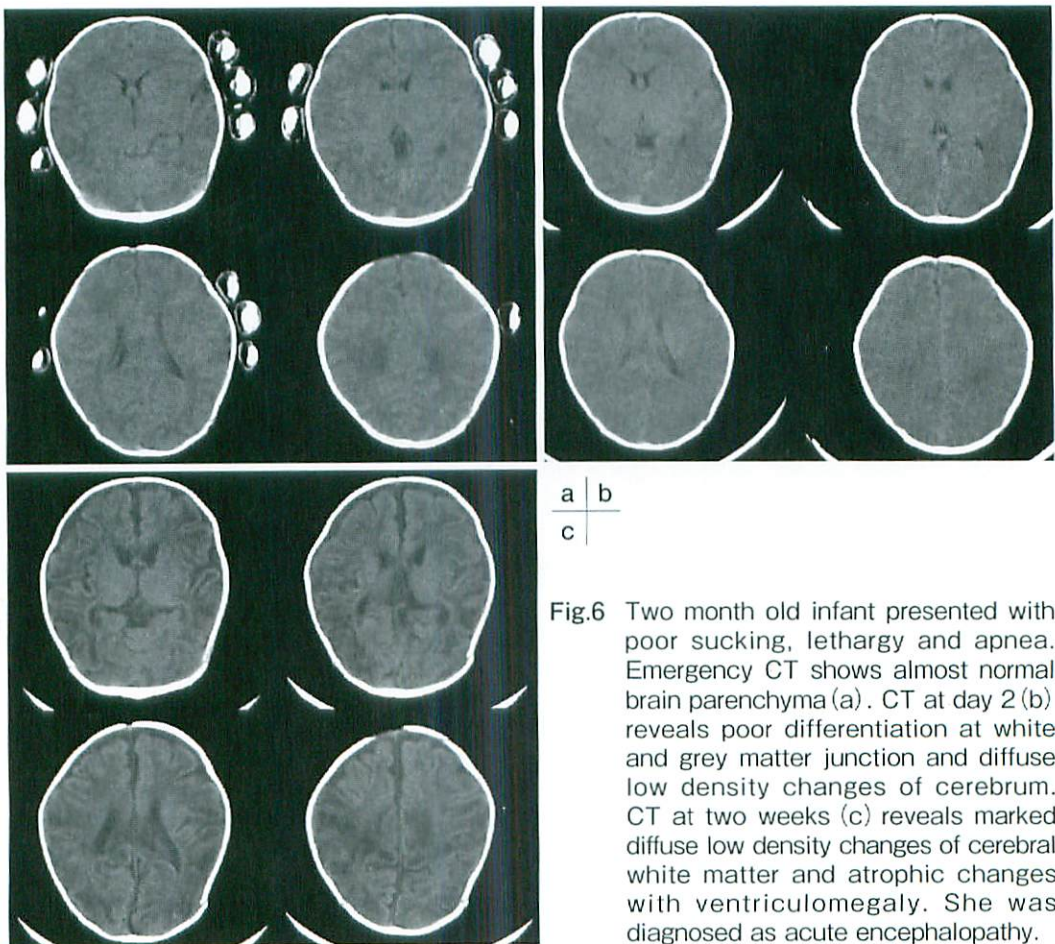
Two month old infant presented with poor sucking, lethargy and apnea. Emergency CT shows almost normal brain parenchyma (a). CT at day 2 (b) reveals poor differentiation at white and grey matter junction and diffuse low density changes of cerebrum. CT at two weeks (c) reveals marked diffuse low density changes of cerebral white matter and atrophic changes with ventriculomegaly. She was diagnosed as acute encephalopathy.
